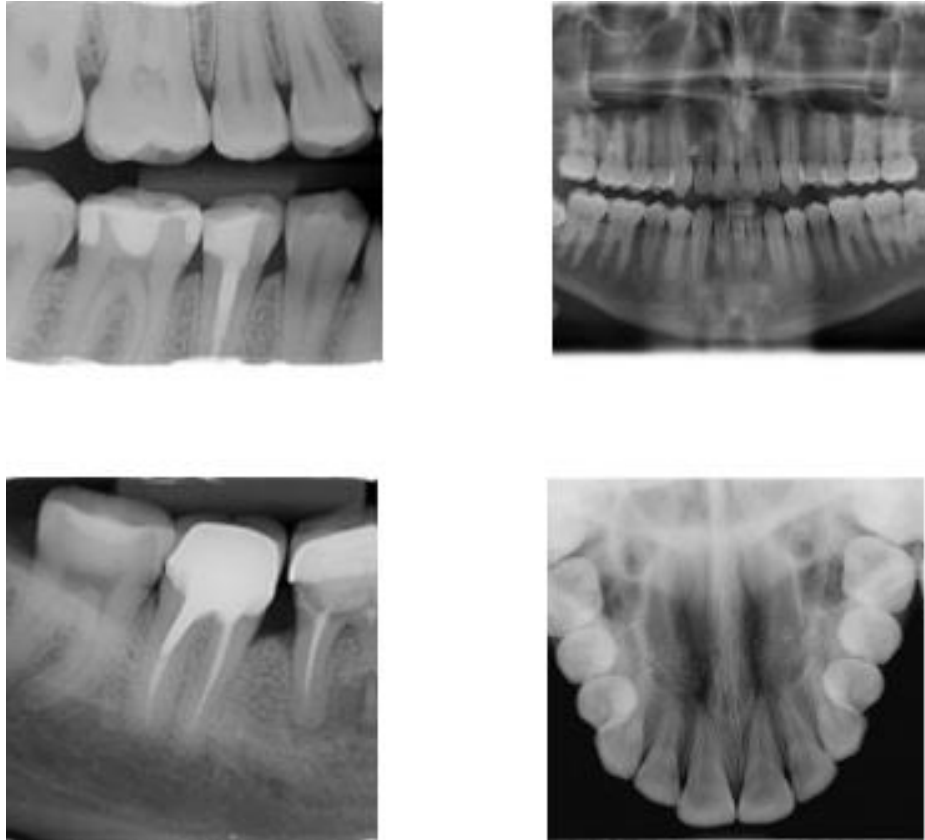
Modelos de radiografias dentárias.
